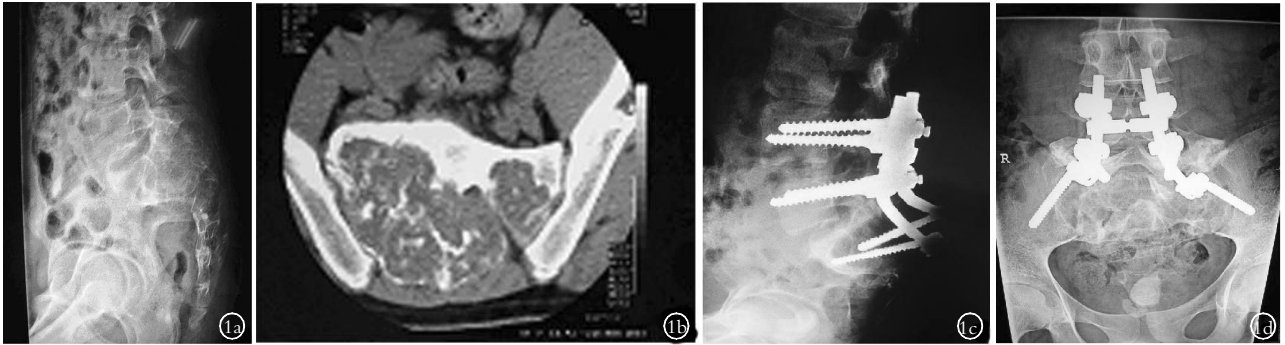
患者,男,17岁,S₁-S₂椎体骨巨细胞瘤 1a.术前骶骨侧位 X 线片示:S₁-S₂椎体呈膨胀性、皂泡样骨质破坏 1b.术前骶骨 CT 片示:S₁-S₂椎体呈膨胀性,瘤体主要累及椎体后方 1c,1d.术后骶骨正侧位 X 线片示:瘤体切除彻底,钉棒内固定重建骨盆环稳定性
